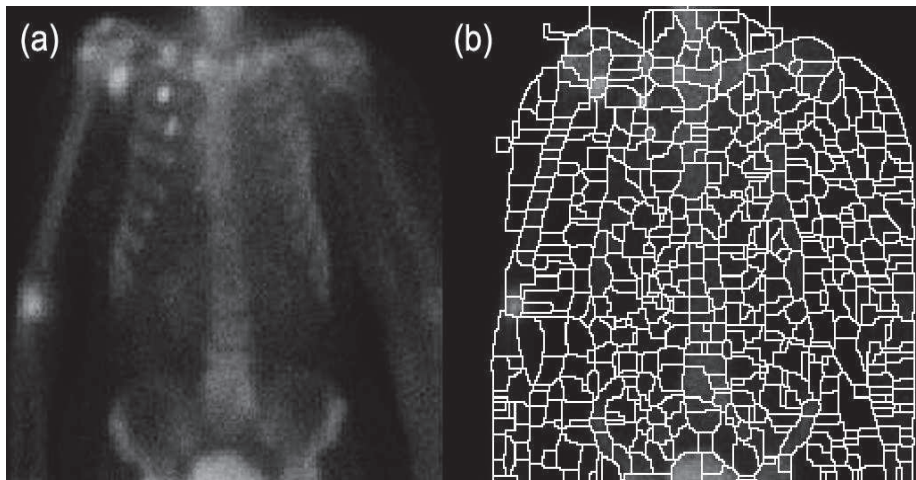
Kemik sintigrafisi için histogram eşitleme ve uydurma sonucu.
